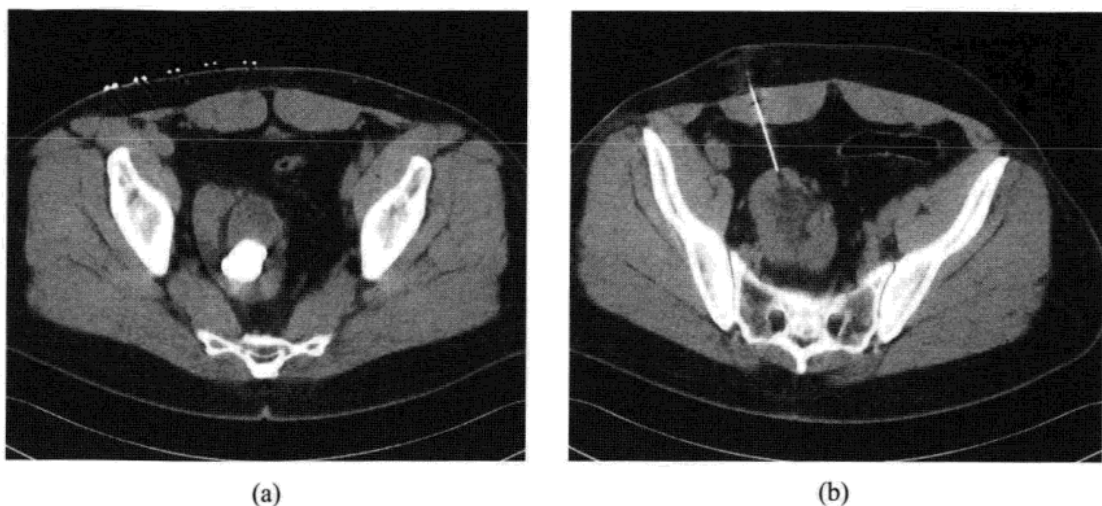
CT 引导穿刺。(a)盆腔肾内见结石，腹部皮肤上的标记用于制定穿刺计划，(b)穿刺针进入上肾盏。
